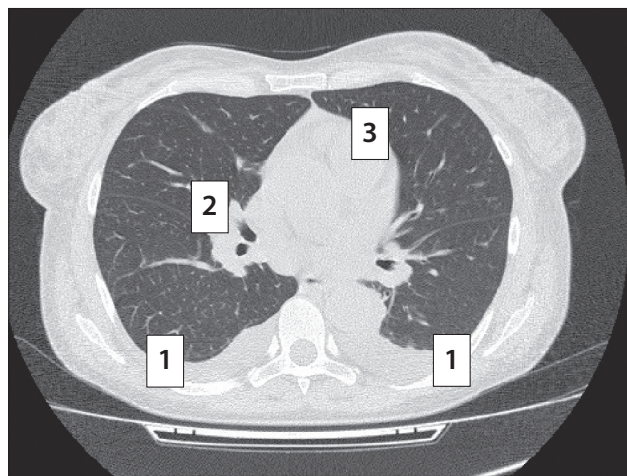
Компьютерная томография органов грудной клетки: двусторонний малый плевральный выпот (1), лимфаденопатия внутригрудных лимфоузлов (2), малый гидрперикард (3)
